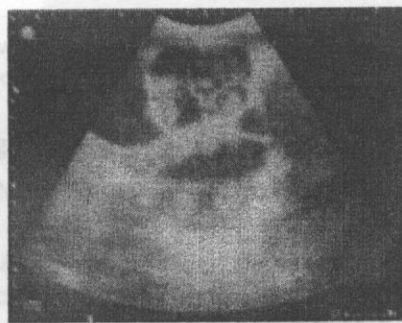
Ultrasonografie preoperatorie.
